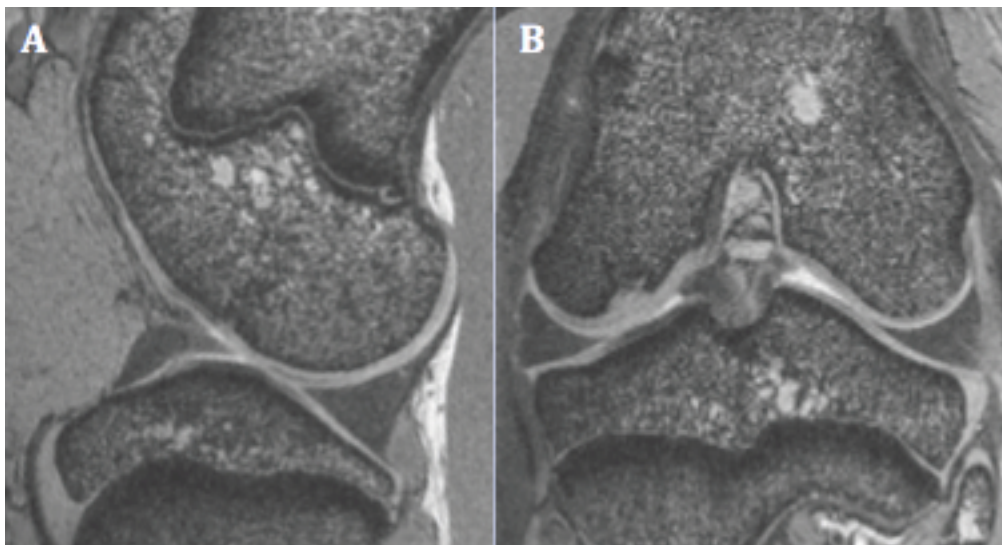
Imagem de RM em sequência 3D DESS de joelho de porco em miniatura em corte sagital (A) e corte coronal (B)
